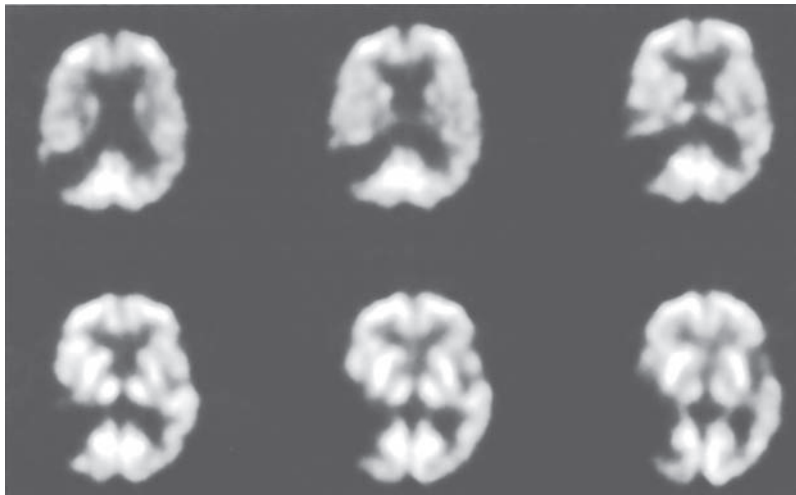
La tomografía muestra afección focal del lóbulo temporal derecho en el área auditiva debido a hipometabolismo. (Reimpreso con autorización de Mendez, 2001.)
